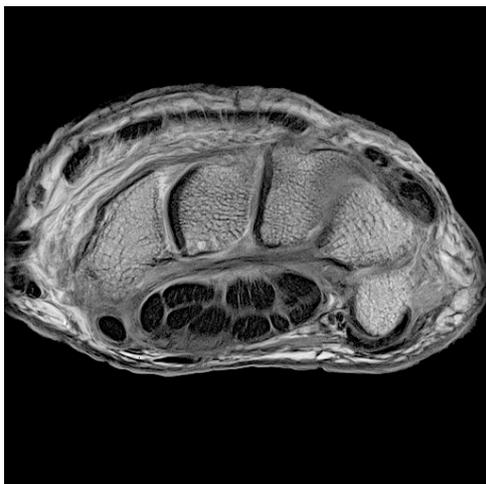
MRT Querschnitt vom Karpaltunnel, links normal und rechts mit deutlicher Peritendinitis
